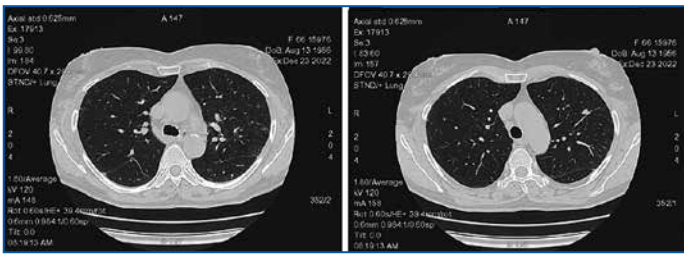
Динамика данных КТ ОГК пациентки 2: 13.09.2022 в динамике отмечен частичный регресс фокусов до 9×9 мм в S3 и до 7×6 мм в S1 (изначальные значения 21×18 мм и 13×10 мм соответственно). Фокус в S3 с признаками кавитации и тяжами к плевре, деструкции фокуса в S1 не определяется. Окружающий легочный фон не изменен
